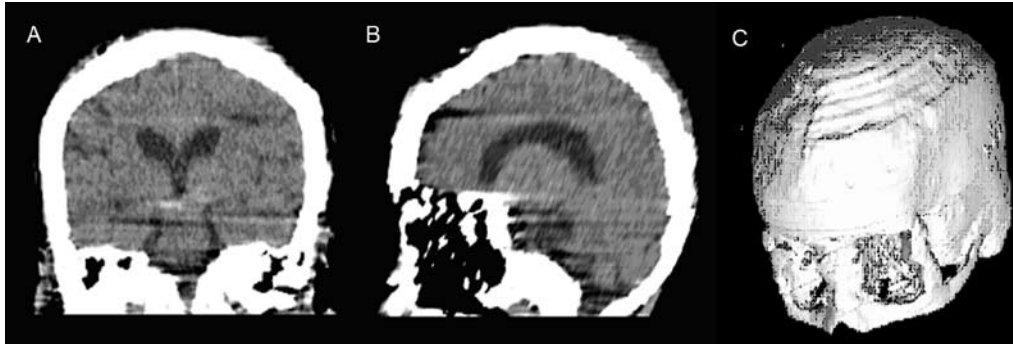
Tomografia pós-operatória: (A) corte coronal; (B) corte sagital; (C) reconstrução.
